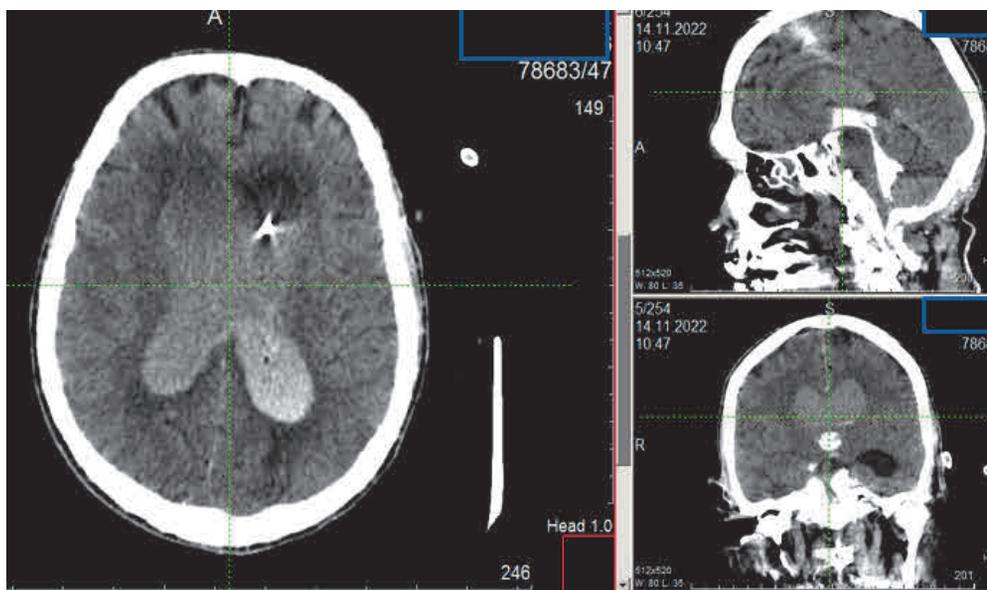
КТ-цистернография: контраст, введенный эндолумбально, свободно поступает в боковые желудочки
